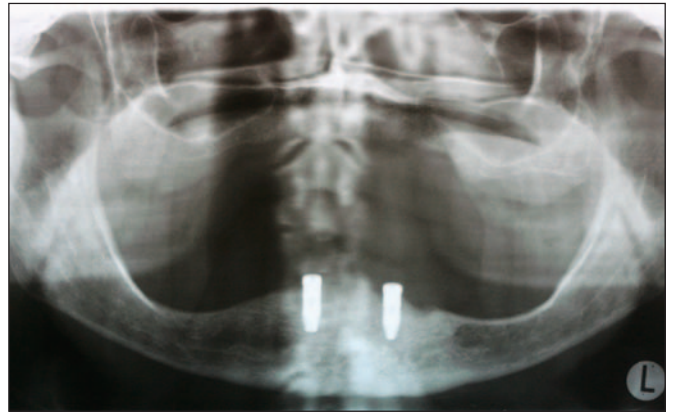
Ortopantomografía que muestra dos implantes insertados en el sector anterior mandibular.
